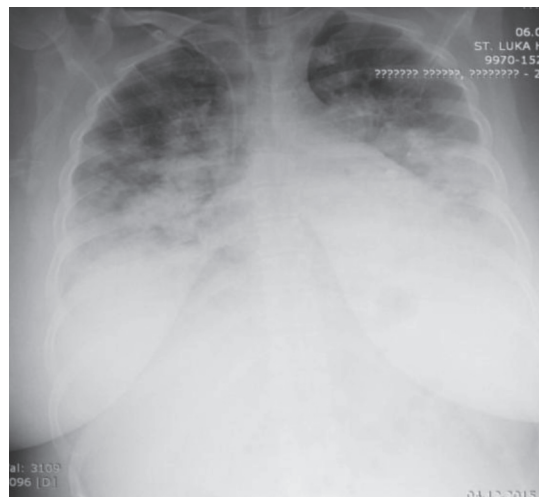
Больная С., 38 лет, рентгенограмма ОГК от 04.12.2015 г.
